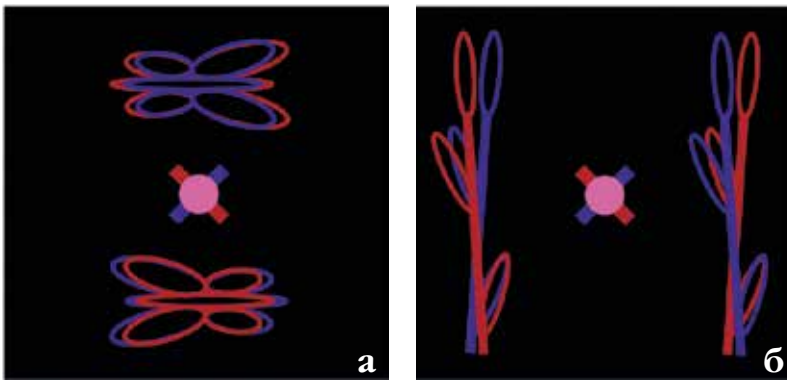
Примеры стереостимулов, используемых для зрительных тренировок в разных режимах альтернирующего предъявления: а) содержащие периферически расположенные горизонтальные элементы, создающие при успешной фузии эффект разворота вокруг вертикальной оси; б) содержащие периферически расположенные вертикальные элементы, создающие при успешной фузии эффект наклона
